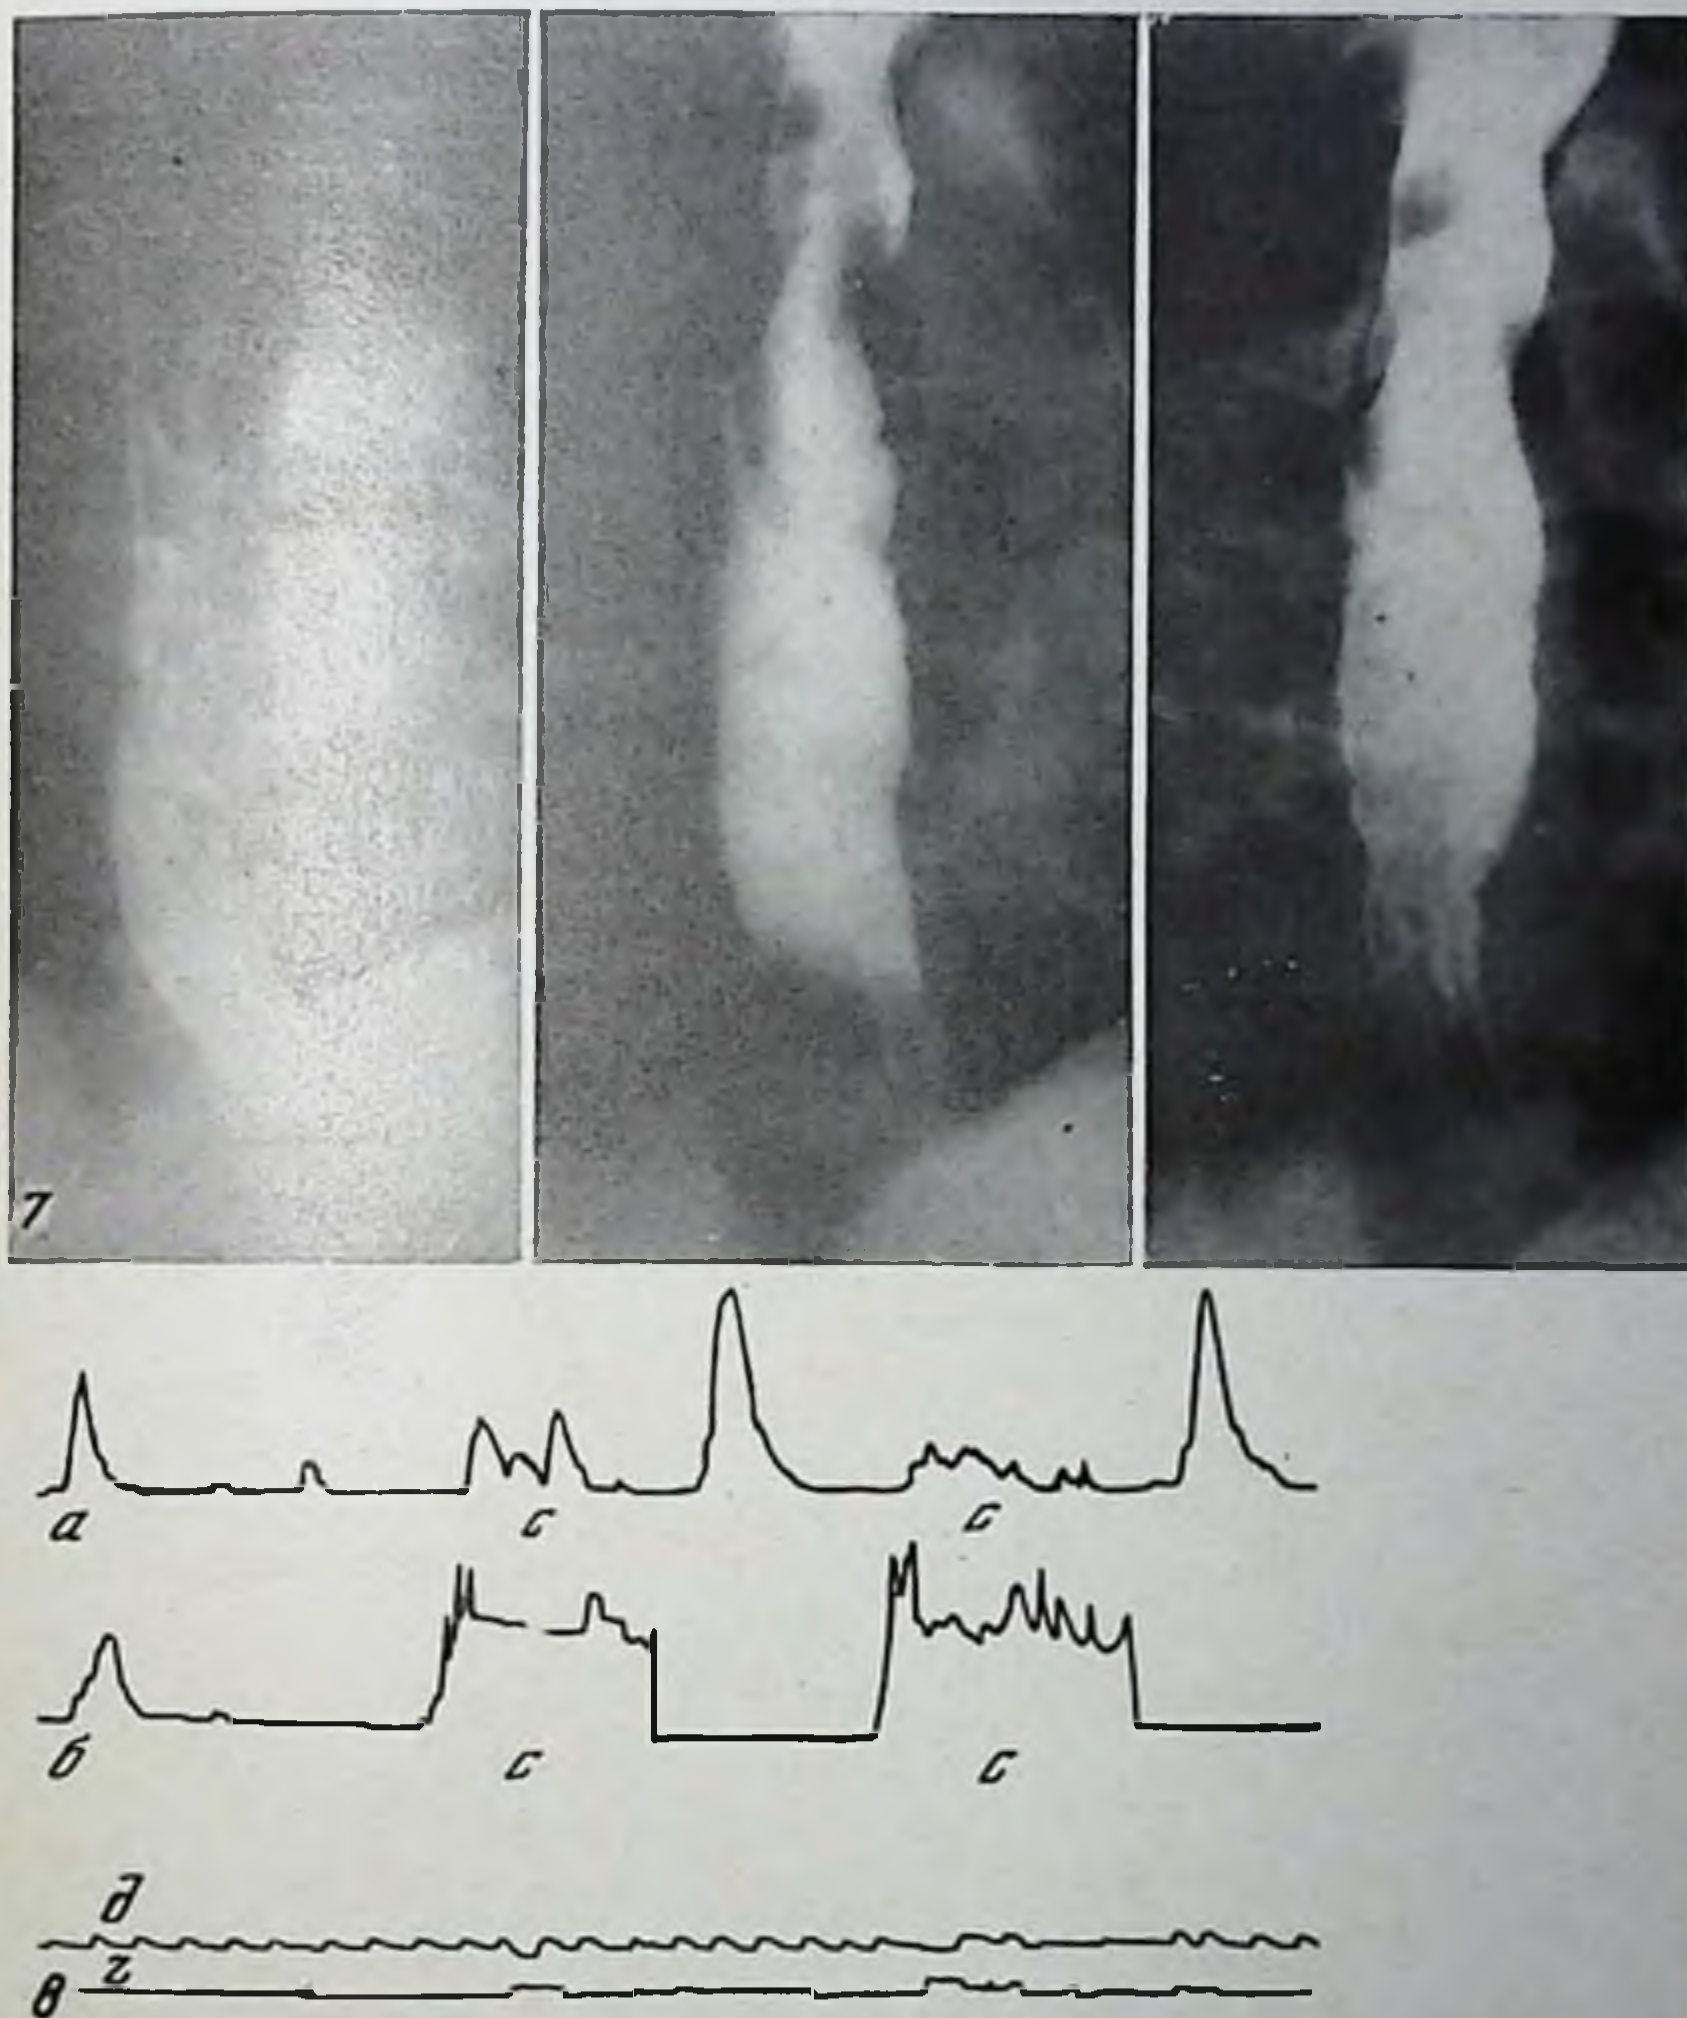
Рентгенограммы пищевода больного В.
